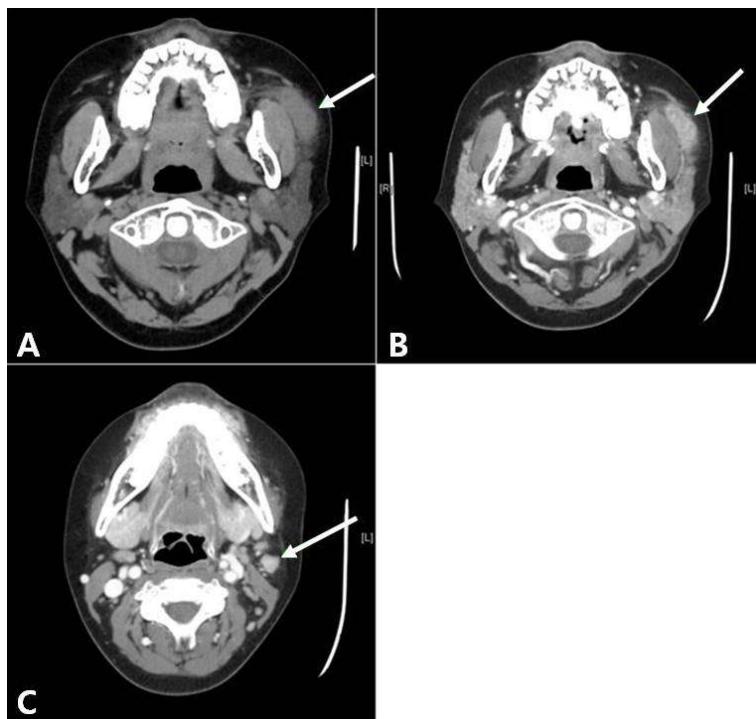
CT scan of neck shows a 2.0×0.8 cm sized, oval shaped mass near Lt. parotid gland with subcutaneous infiltration (arrow) (A) enhanced after contrast (arrow) (B). Multiple lymph node enlargement are shown around Lt. submandibular gland (arrow) (C).
